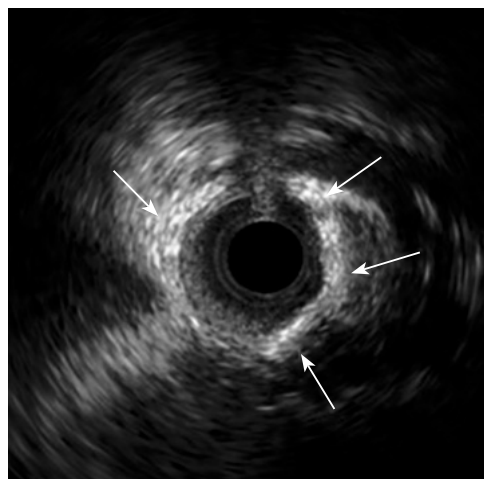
Внутрисосудистое УЗИ среднего сегмента ПМЖВ перед ротационной атерэктомией. Стрелками указана арка кальция $>180^\circ$
